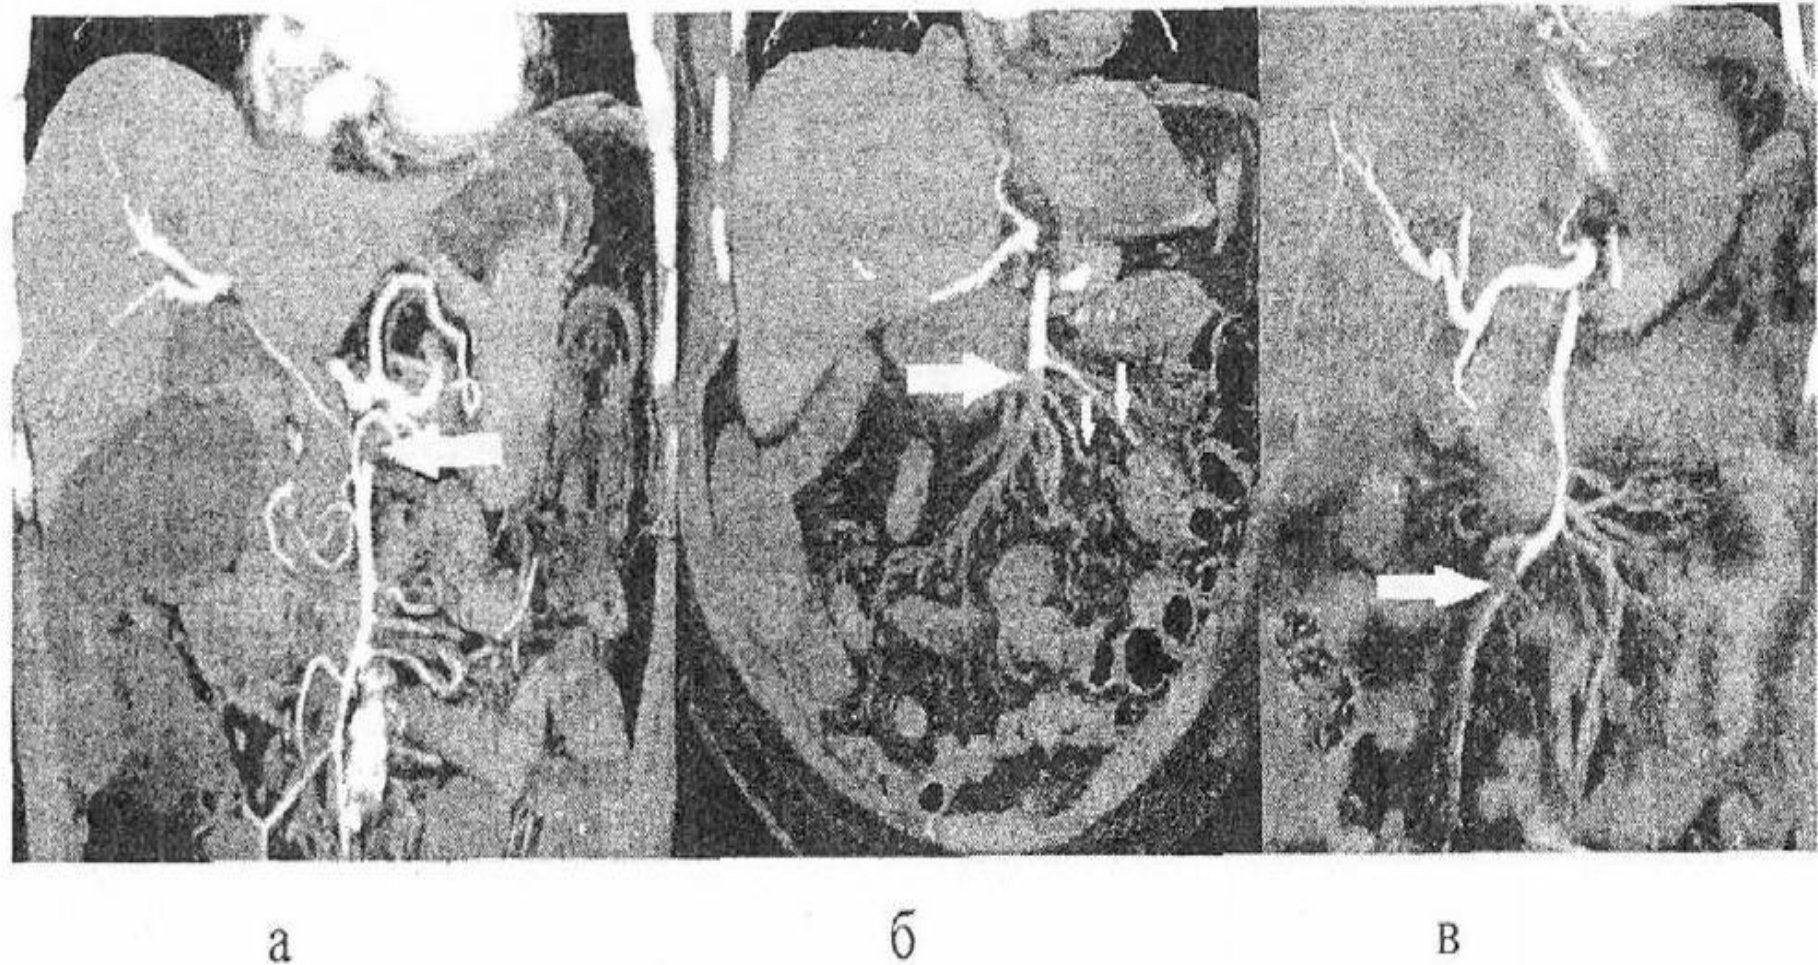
КТ-картина поражение верхней брыжеечной артерии.
